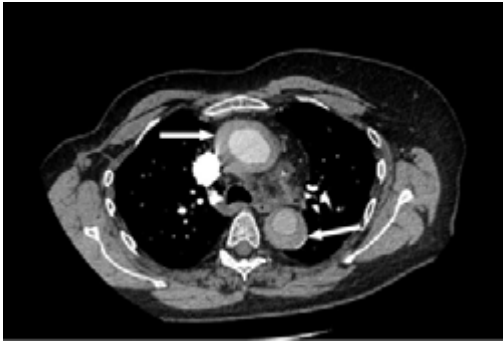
Computed tomography (CT). Wall thickening of thoracic descending and ascending aorta
